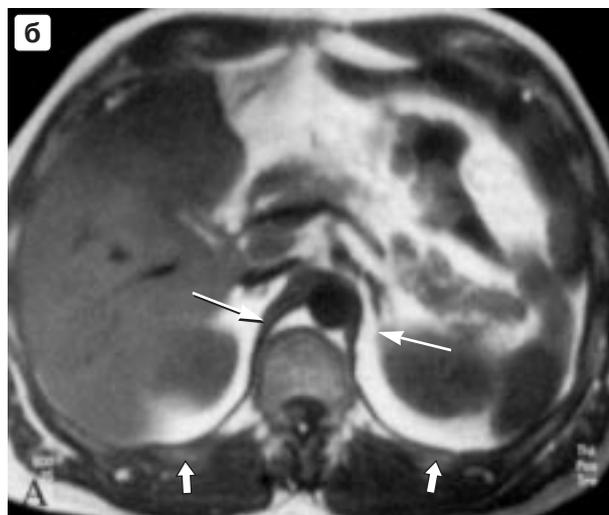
Изображение диафрагмы на компьютерной томограмме (а) и магнитно-резонансной томограмме (б). Стрелками указаны ножки диафрагмы (тонкие стрелки) и задний скат (толстые стрелки).
